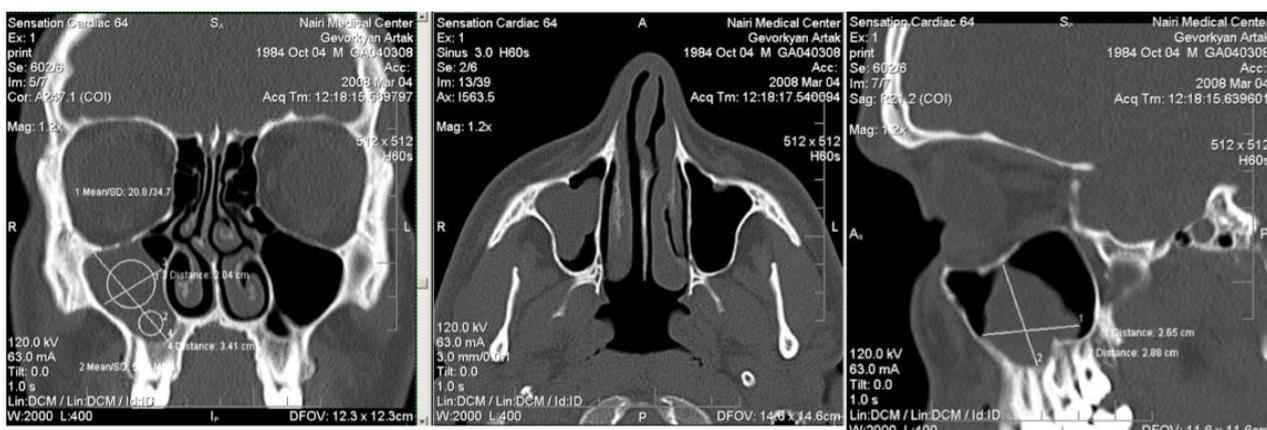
Больной Г. А., 32 г., КТ в коронарной, аксиальной, сагиттальной проекциях: киста правой верхнечелюстной пазухи, искривление перегородки носа, хронический гипертрофический ринит.
